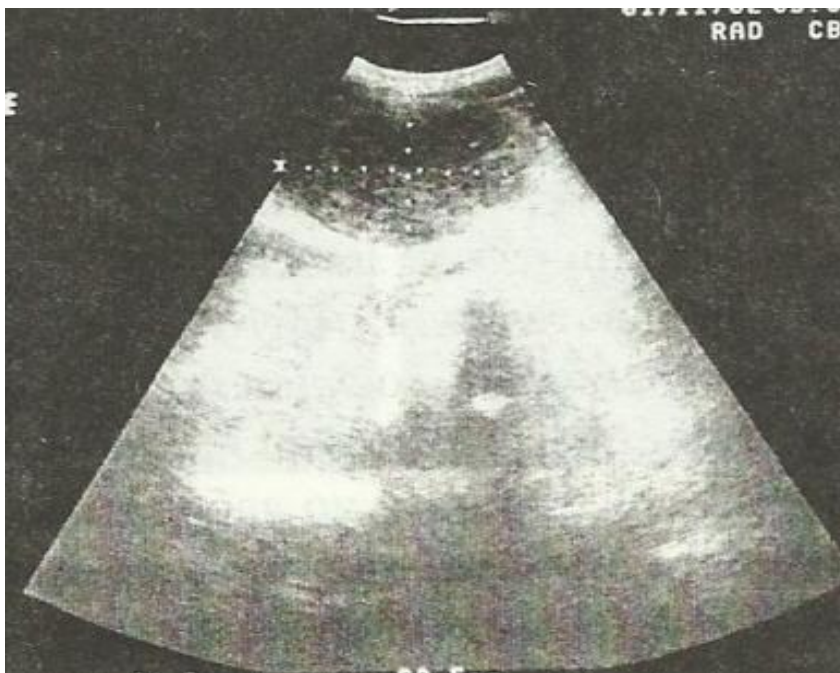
УЗИ абдоминальной полости. Внутрибрюшная гематома, возникшая после выполнения холецистэктомии
